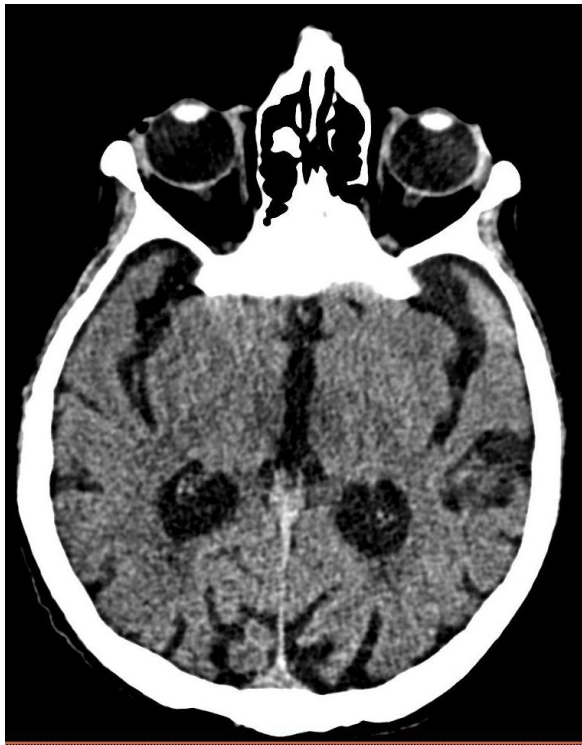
TC urgente en paciente con antecedente de consumo de alcohol donde se evidencian hipodensidades mal definidas en región de tálamos mediales y alrededor del III ventrículo, con extensión periacueductal mesencefálico.
